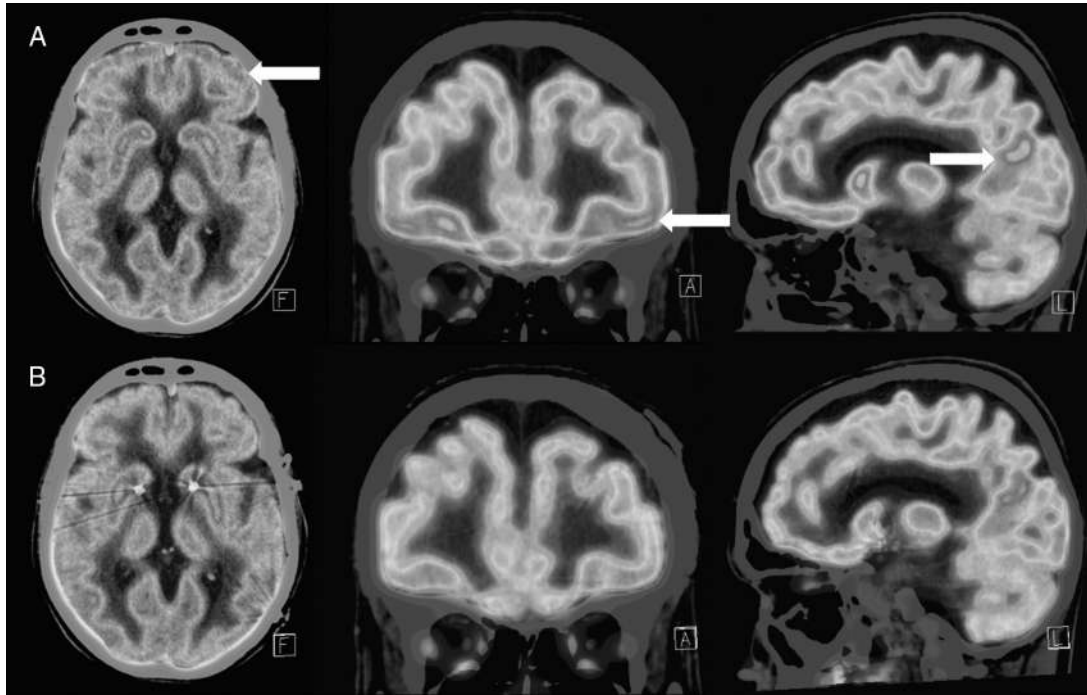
18FDG-PET study showing: (A) hypermetabolism in the orbitofrontal cortex, prefrontal dorsolateral cortex, and posterior cingulate cortex (white arrows), and (B) normalization of the metabolism in the same anatomical sites.
